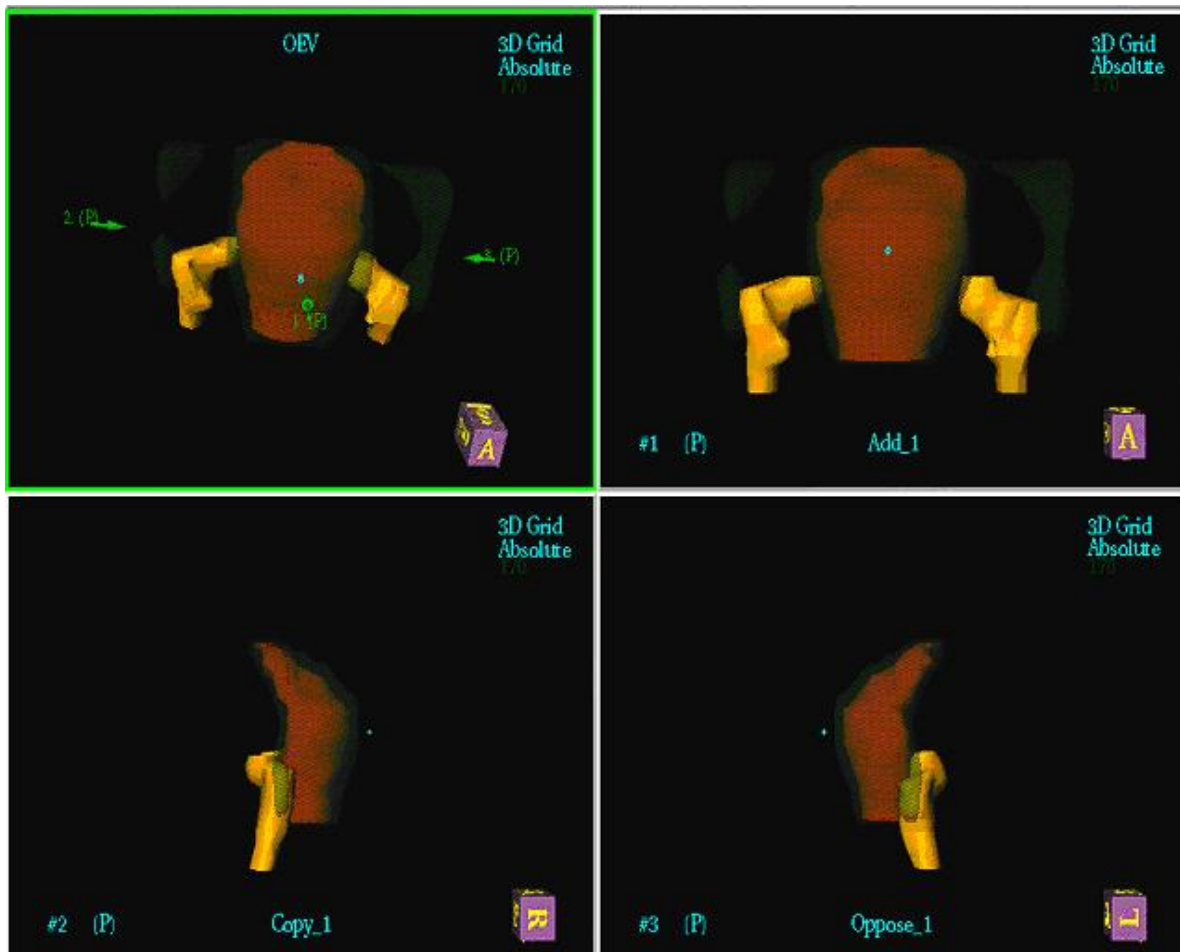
L'immagine rappresenta una sezione TC a livello della neoplasia e inoltre sono rappresentati graficamente i 3 fasci di radiazioni utilizzati nel trattamento (PA e LL).
